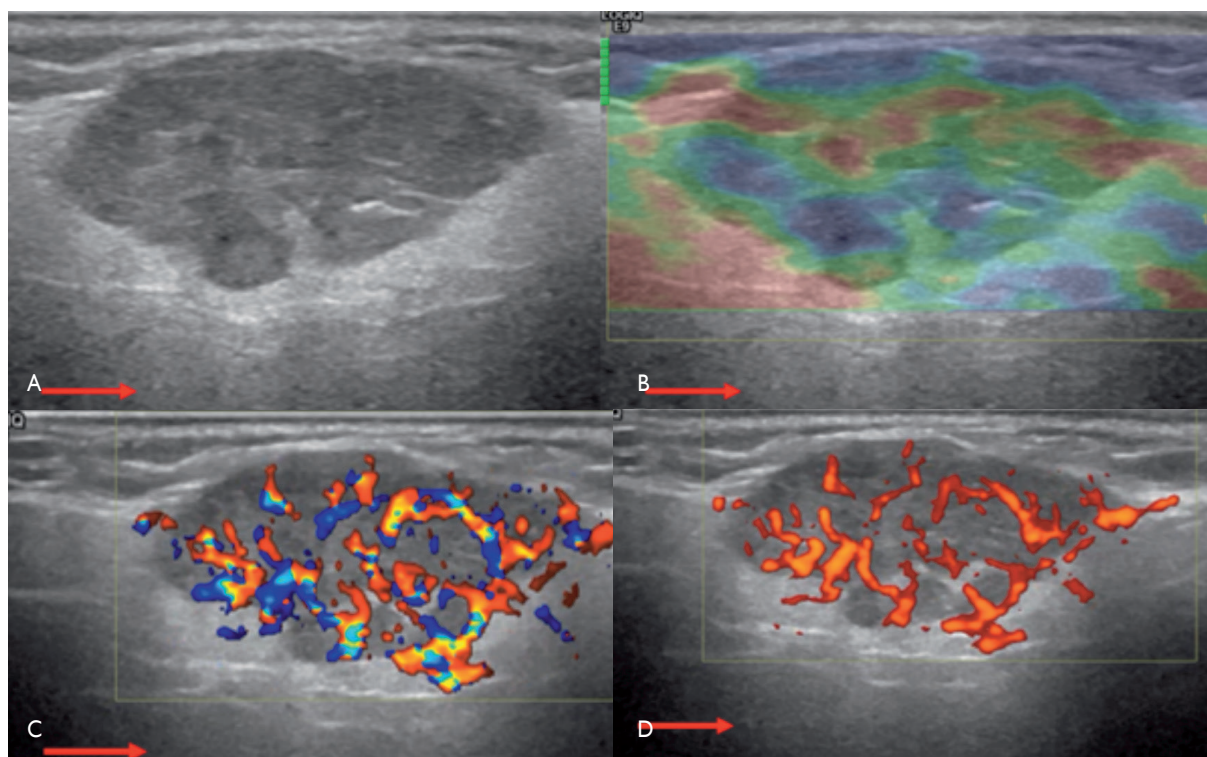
Mujer de 86 años con nódulo parotídeo. A) Nódulo parotídeo ovoide de contornos microlobulados, pero definidos. Refuerzo acústico poco definido (flechas rojas). B) Elastografía: nódulo indurado (zonas induradas en azul y blandas en rojo). C) Doppler color: incremento de la representación vascular. Doppler poder: incremento de la representación vascular. El diagnóstico definitivo de tumor de Warthin.
